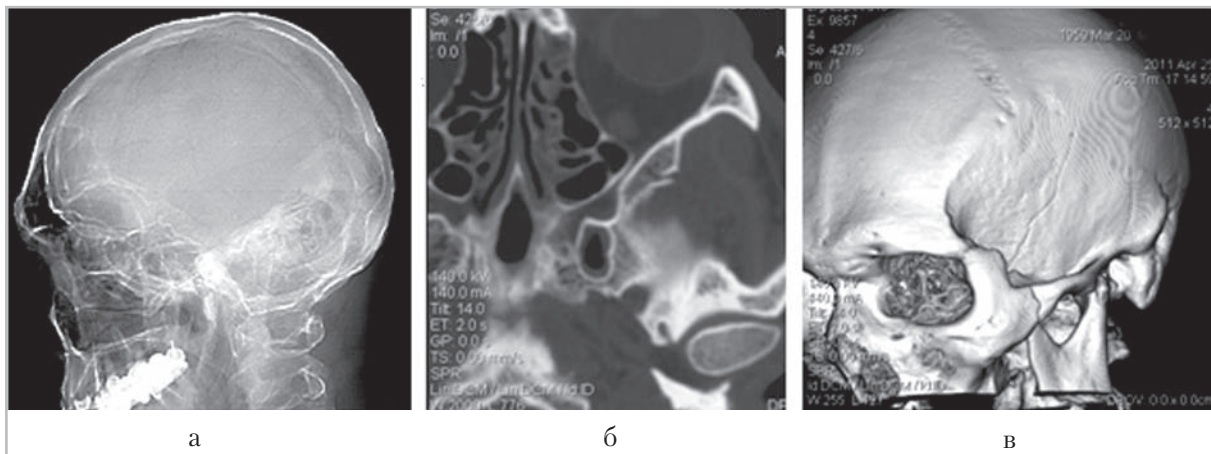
На обзорной рентгенограмме черепа в боковой проекции (а) травматических изменений не выявлено; на аксиальной компьютерной томограмме костей черепа (б) и при 3D-реконструкции (в) выявляются линейные переломы височной и скуловой костей слева
